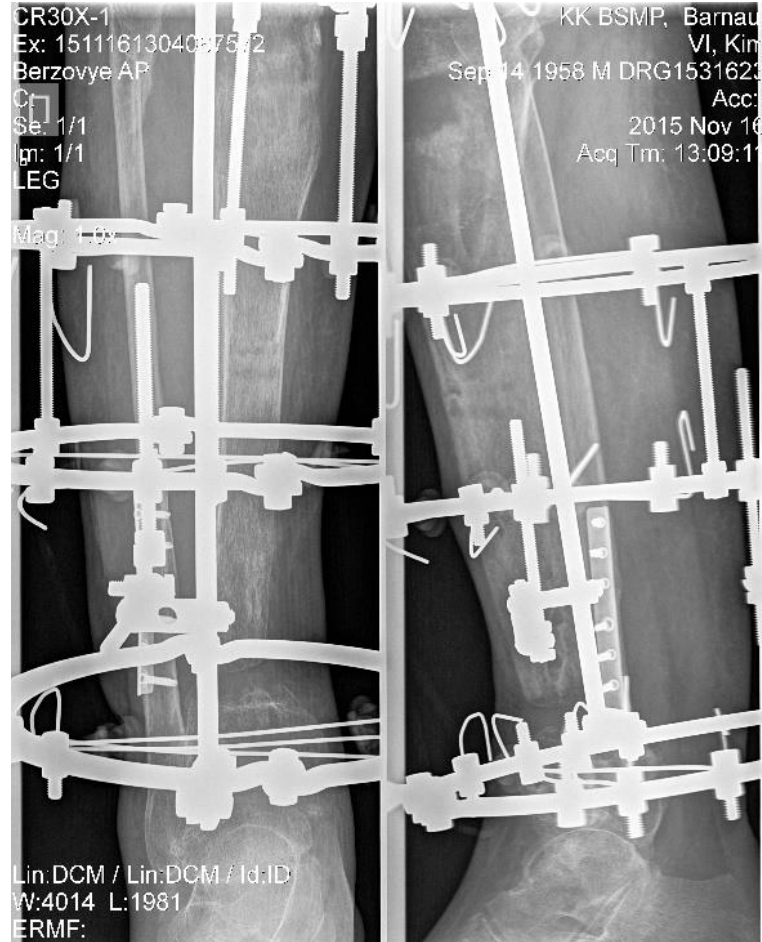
Рентгенограмма правой голени пациента К. в процессе сегментарного транспорта и заполнения дефекта нижней трети диафиза правой большеберцовой кости
